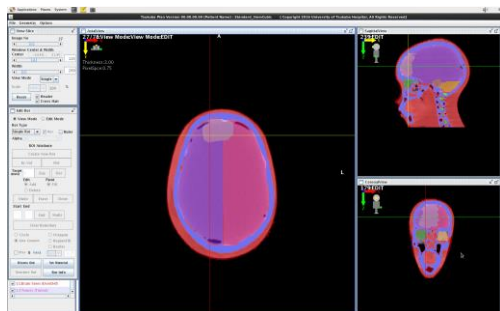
ツクバプランに読み込んだ頭部ファントムCTデータから作成した頭部モデル
